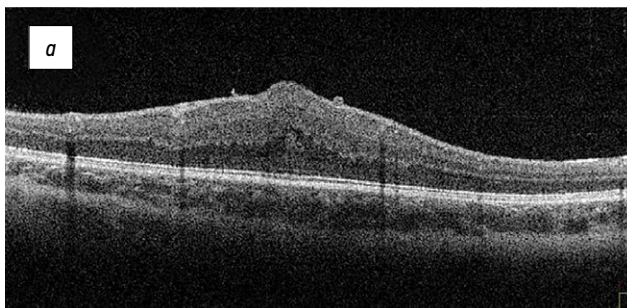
Оптическая когерентная томограмма комбинированной гамарты сетчатки и ретинального пигментного эпителия: *a* — макулярная локализация у ребёнка 4 лет: деформация витреоретинального профиля макулярной зоны, утолщение и дезорганизация внутренних слоёв сетчатки, эпиретинальная мембрана. Максимально скорректированная острота зрения 0,2; *b* — перипапиллярная локализация у ребёнка 4 лет: деформация витреоретинального профиля макулярной зоны, парапапиллярно с височной стороны утолщение и дезорганизация внутренних слоёв сетчатки, эпиретинальная мембрана. Максимально скорректированная острота зрения 0,05.
